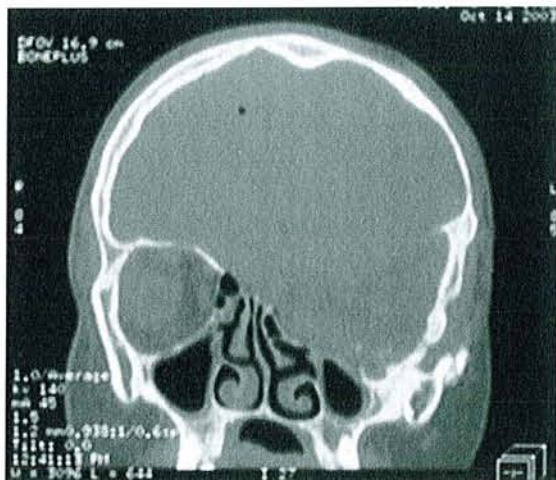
Coupes coronales TDM ; Aspect pré et post-opératoire à 1 an de la reconstruction du toit de l'orbite gauche par greffon calvarial temporal chez une patiente de 21 ans..
